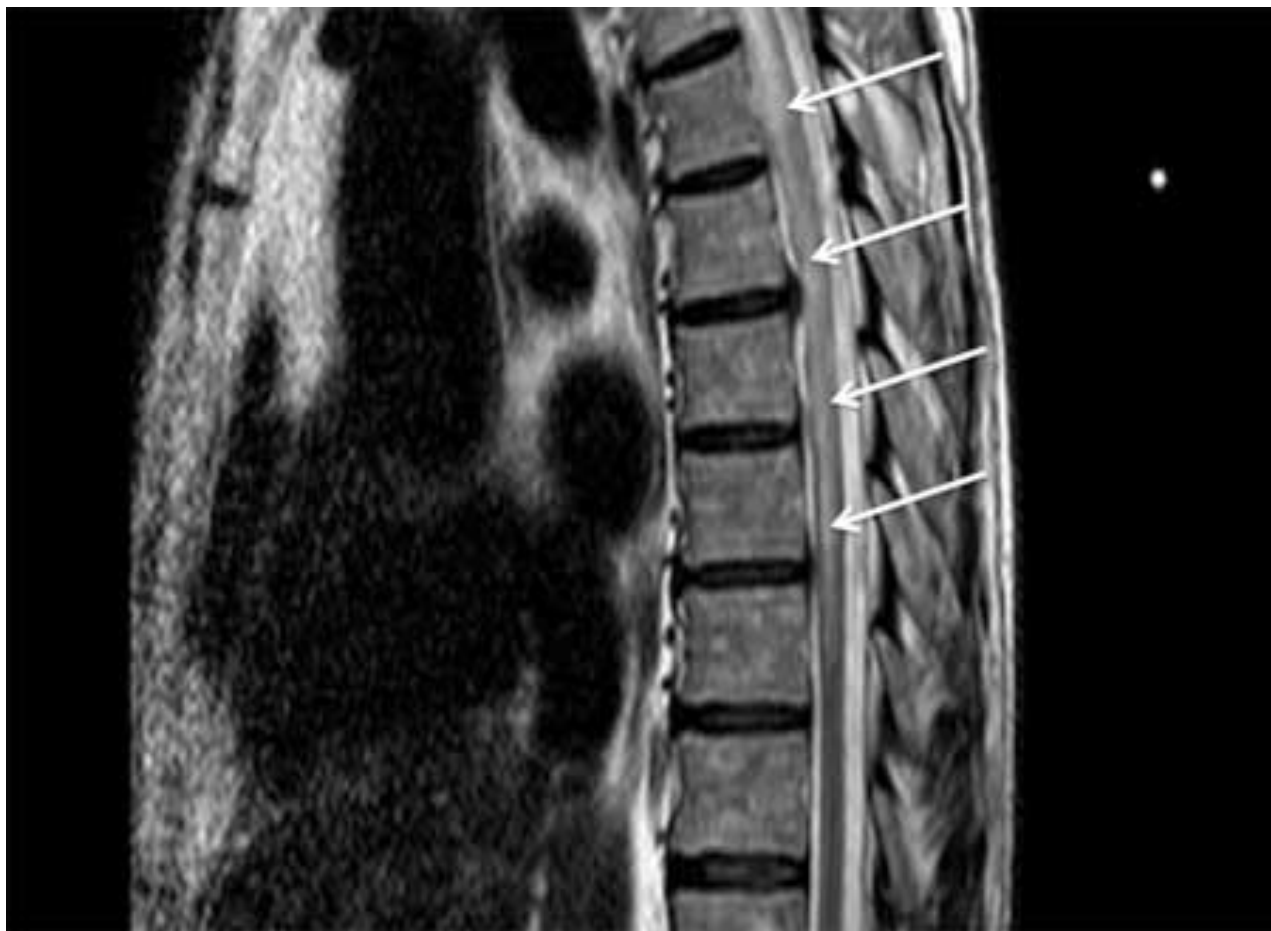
Ressonância nuclear magnética (RNM) ponderada em T2 sagital mostrando lesão de mielite transversa longitudinalmente extensa
